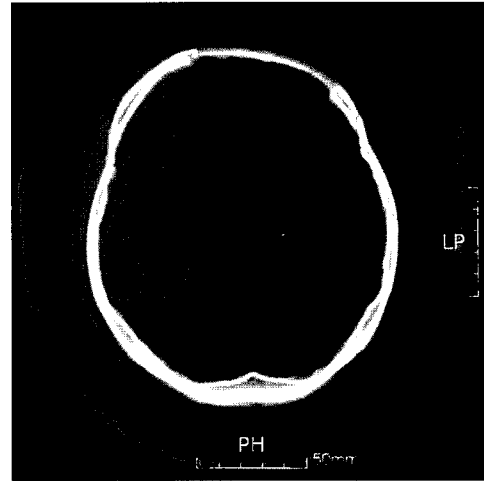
This is a CT image in December, 1999. This CT image was taken 7 months after the osteoma excision and cranioplasty with calvarian bone and rib bone which was performed in May, 1999. No recurrence of the tumor is noted, with well taken grafted bone.
